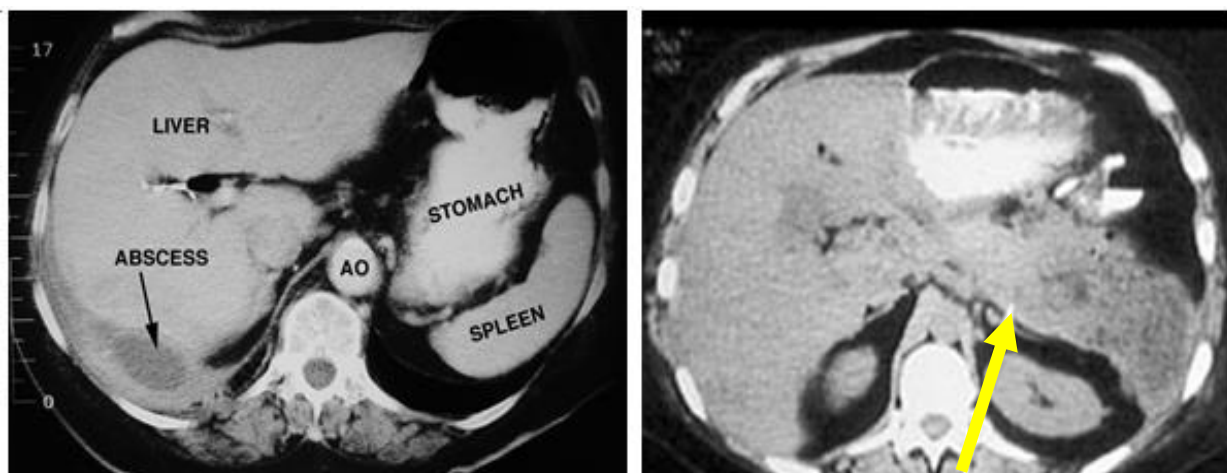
КТ. Пациент С., 52 лет. Послеоперационный подпеченочный абсцесс справа (Состояние после резекции желудка по Гофместеру-Финстереру)
